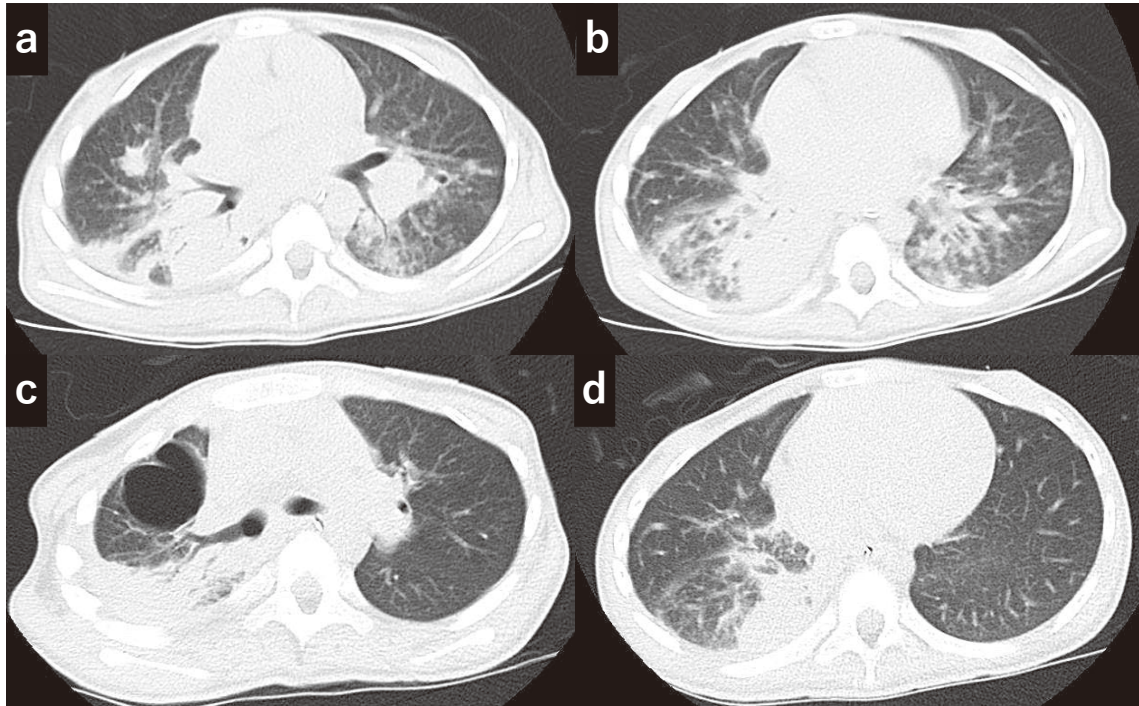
胸部CT (a, b トブラマイシン吸入前 c, d トブラマイシン吸入治療後)
